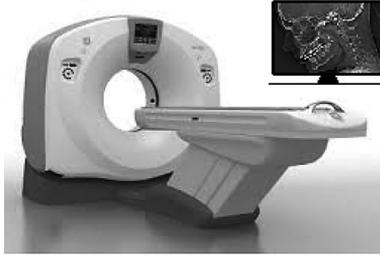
Appareil de radiographie
